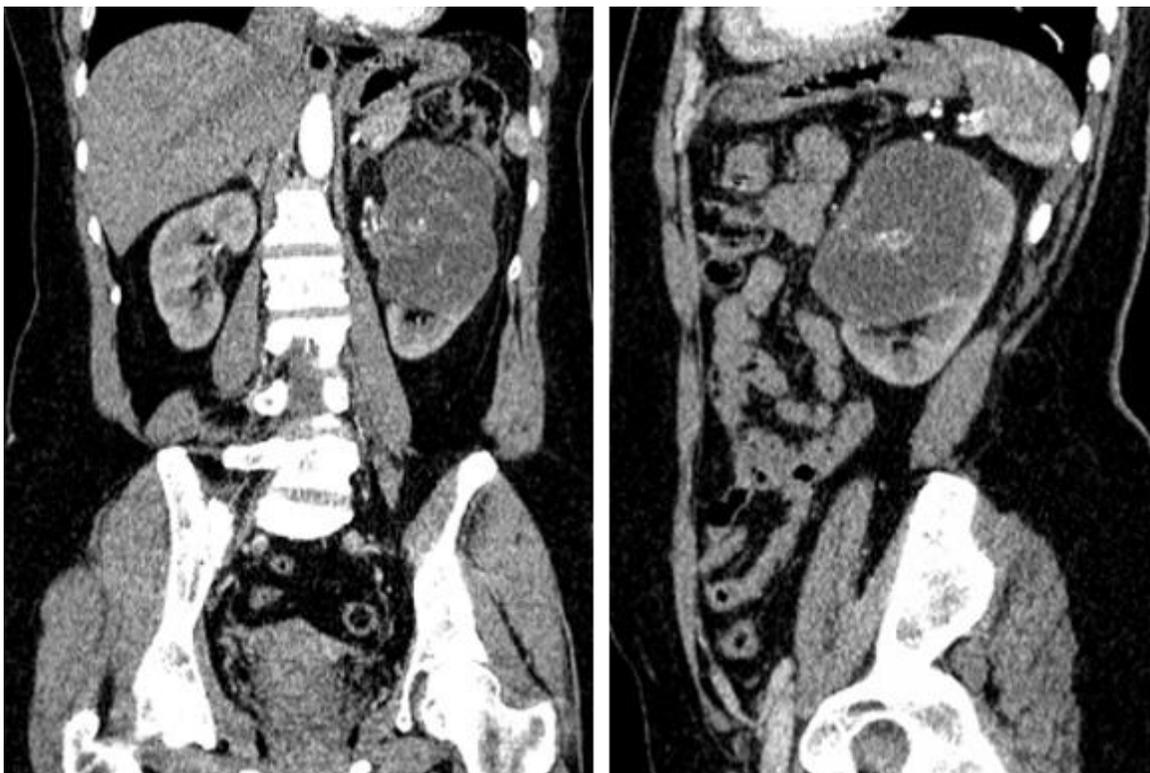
TC de abdomen contrastada que muestra masa renal quística izquierda.
